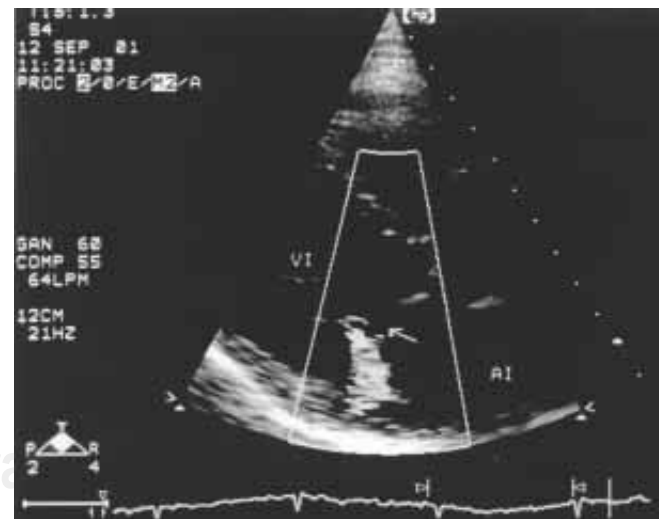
Con Doppler color se observa insuficiencia mitral que se dirige hacia la pared posterior de la aurícula izquierda (flecha). Misma proyección que en foto previa.
